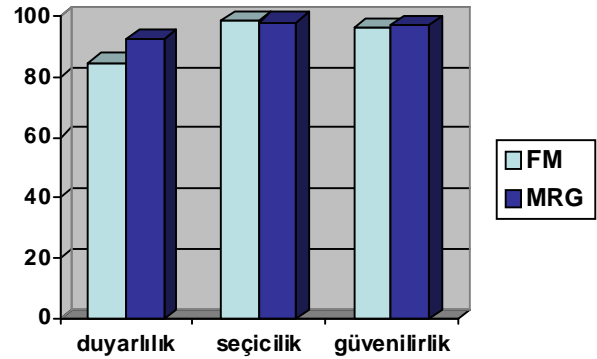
Dış menisküs lezyonları için FM ve MRG’de duyarlılık, seçicilik, güvenilirlik dağılımları.
